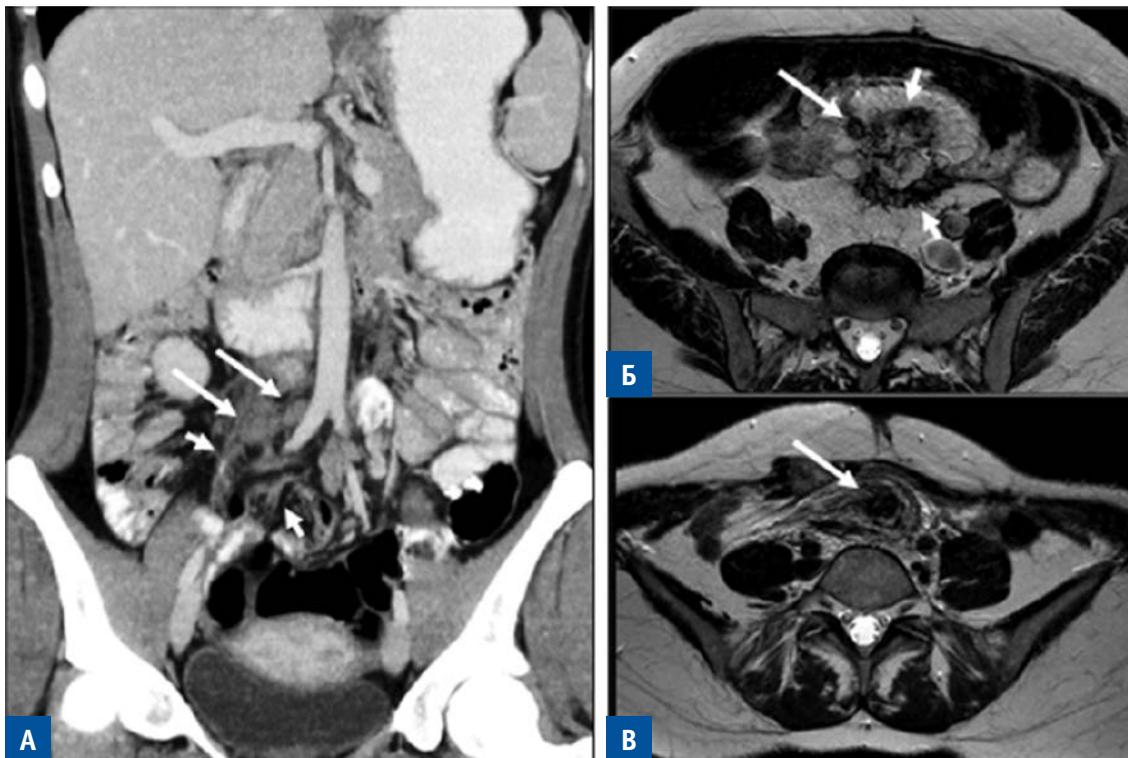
Диффузно-узловая форма десмоидной фибромы брыжейки тонкой кишки. А — компьютерная томограмма в коронарной проекции б-ной Ш., 26 лет; диффузный (короткие стрелки) и узловой (длинные стрелки) компоненты ДФ. Б, В — магнитно-резонансная томография в аксиальной проекции, T2-ВИ; Б — томограмма б-ной С., 47 лет; на фоне диффузной инфильтрации брыжейки с вовлечением петли тонкой кишки (короткие стрелки) узел до 1 см (длинная стрелка); В — томограмма б-ной Х, 37 лет; на фоне диффузной инфильтрации корня брыжейки тонкой кишки гипointенсивный узел до 1,5 см
